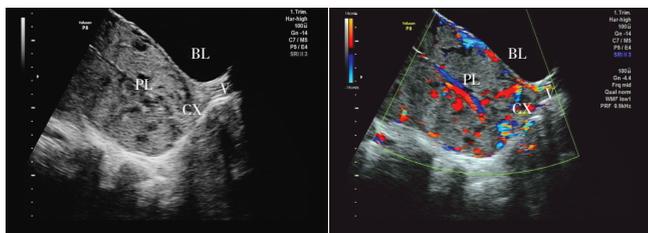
经腹超声检查子宫下段及宫颈管胎盘附着(BL:膀胱; PL:胎盘; V:阴道; CX:宫颈)
